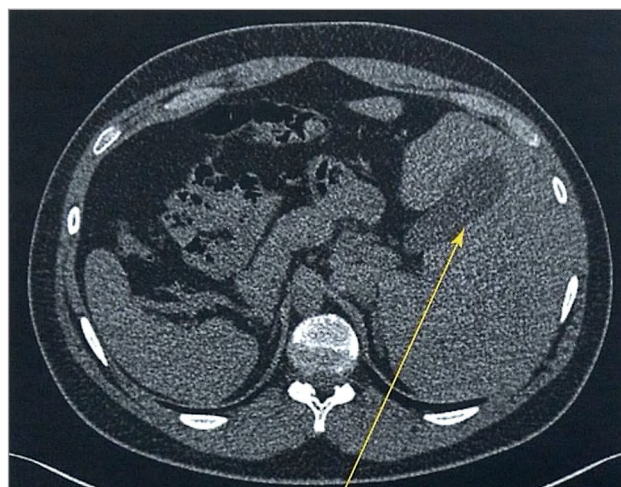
Компьютерная томография брюшной полости при синдроме Картагенера
